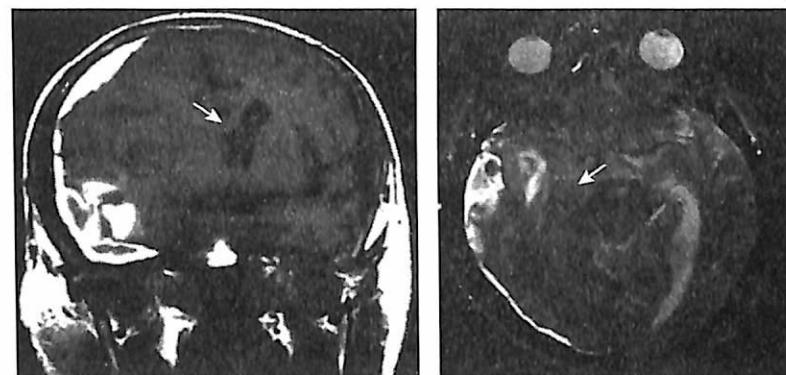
МРТ головного мозга, Т1-взвешенные изображения. Смещение поясной извилины под большой серповидный отросток, вклиниение (стрелки).
